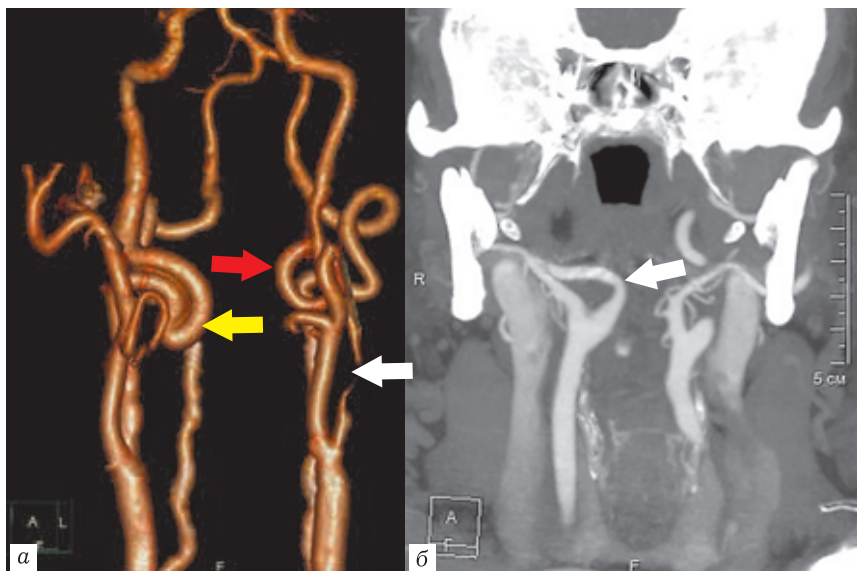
КТ-ангиограммы: *а* — трехмерная реконструкция. Сочетание извитости правой ВСА с образованием изгиба под острым углом (желтая стрелка), критического стеноза левой ВСА (белая стрелка) и петлеобразования левой ВСА (красная стрелка); *б* — изображение максимальной интенсивности (MIP) во фронтальной плоскости, медиальное отхождение и медиальный ход правой ВСА, артерия достигает срединной линии на уровне ротоглотки (белая стрелка)
